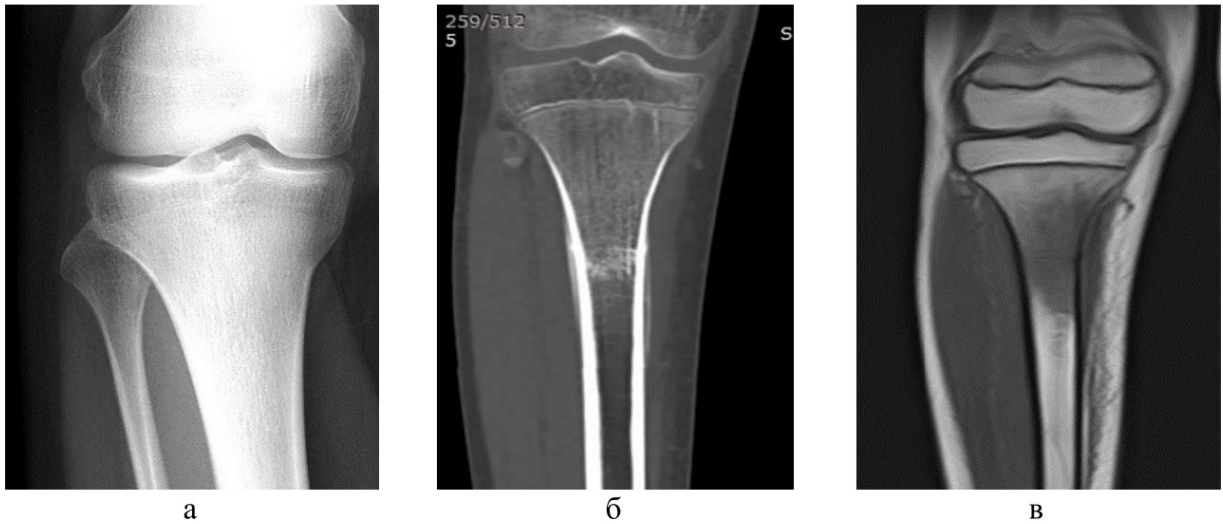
Рентгенограмма (а), КТ (б) - и МР (в) -томограммы правого коленного сустава с захватом костей голени пациента С. 12 лет с ПХО: а – прямая проекция, костно-деструктивных изменений не выявлено; б – COR, линейная периостальная реакция и повышение плотности (HU) содержимого костномозгового канала до положительных значений; в – T2-ВИ, COR, гипоинтенсивный сигнал от костного мозга метафиза большеберцовой кости – трабекулярный отек
